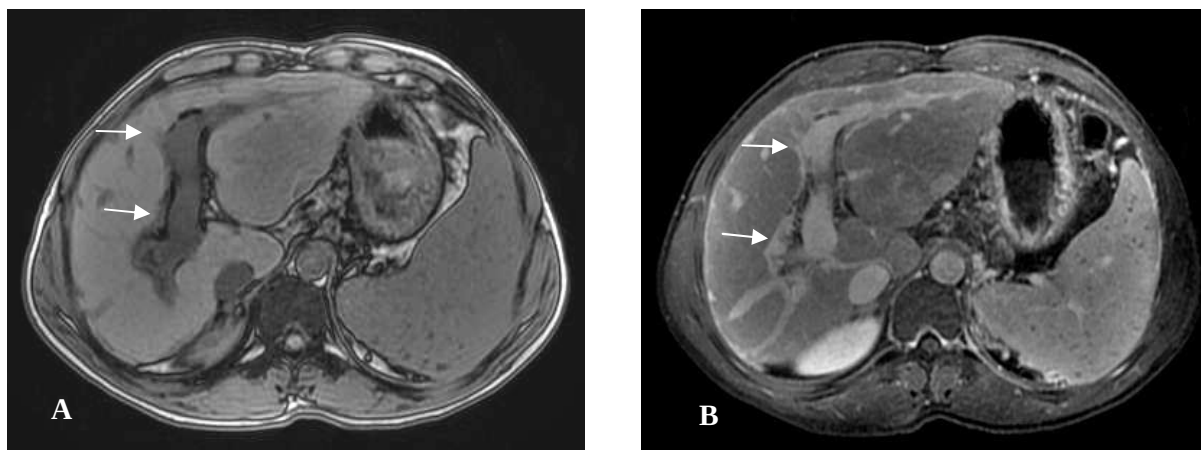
Ressonância magnética de abdome mostra faixas periportais hipointensas (A – setas) que apresentam acentuada captação após injeção endovenosa de contraste paramagnético (B – setas), em imagens axiais ponderadas em T1.
